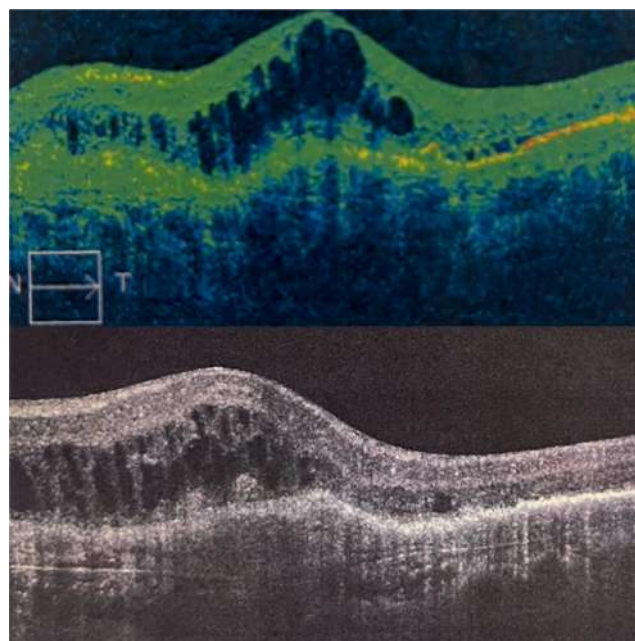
Изображения оптической когерентной томографии «черное на белом» предпочтительнее цветного изображения оптической когерентной томографии для визуализации сосудистой оболочки
